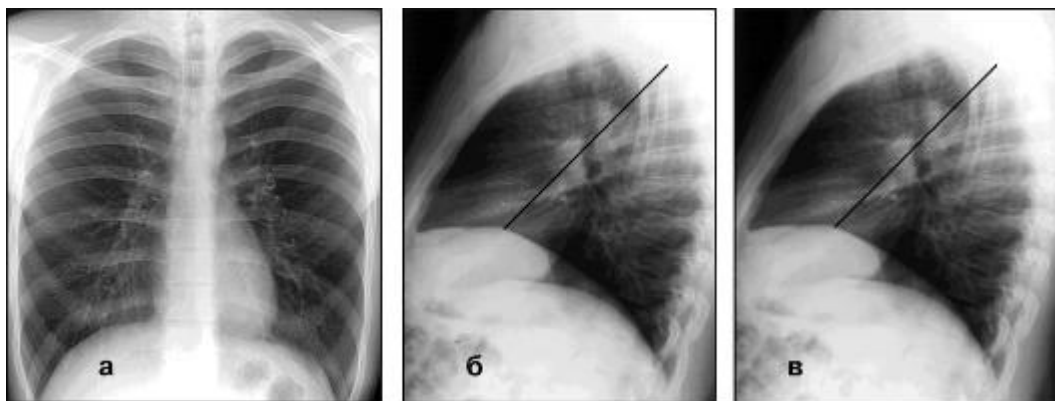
Рентгенограми грудної клітини в прямій (а), правій (б) та лівій (в) бічних проекціях з позначенням міждольових щілин.
